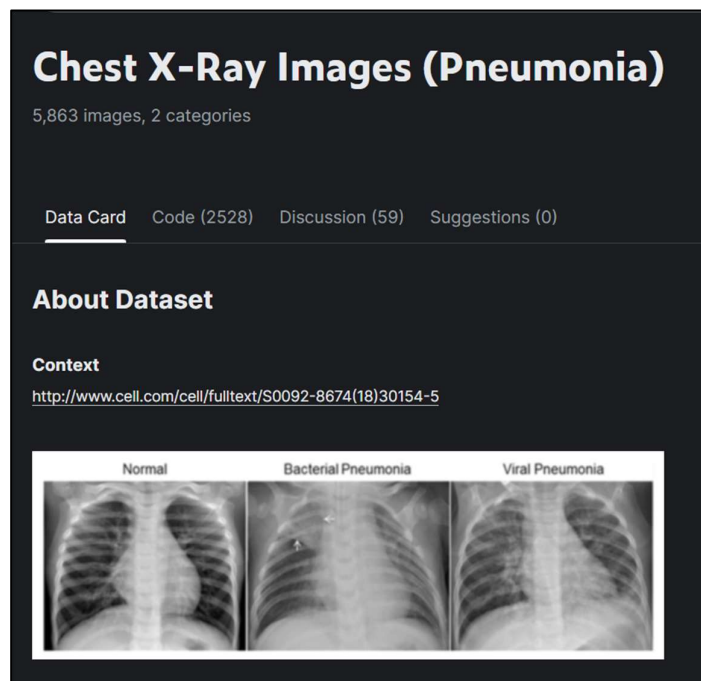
Repositorio del conjunto de datos seleccionado “Chest X-Ray Images (Pneumonia)”
